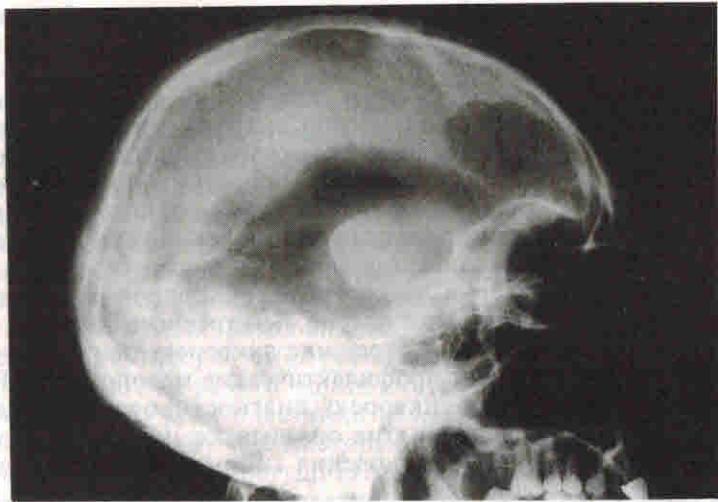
Рентгенограмма в боковой проекции. Пневмоцефалия.
